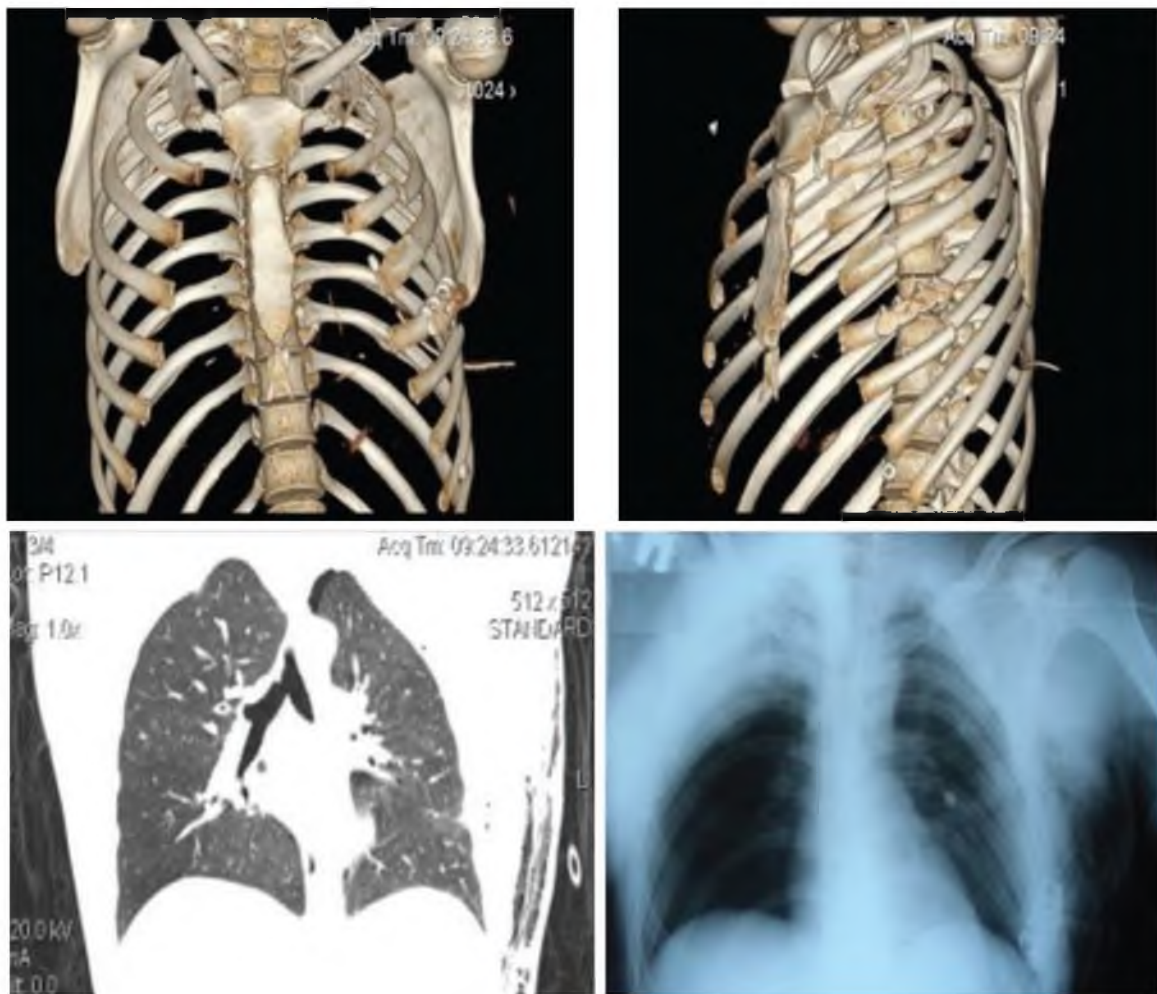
Рентгенограмма и МСКТ после остеосинтеза ребра
